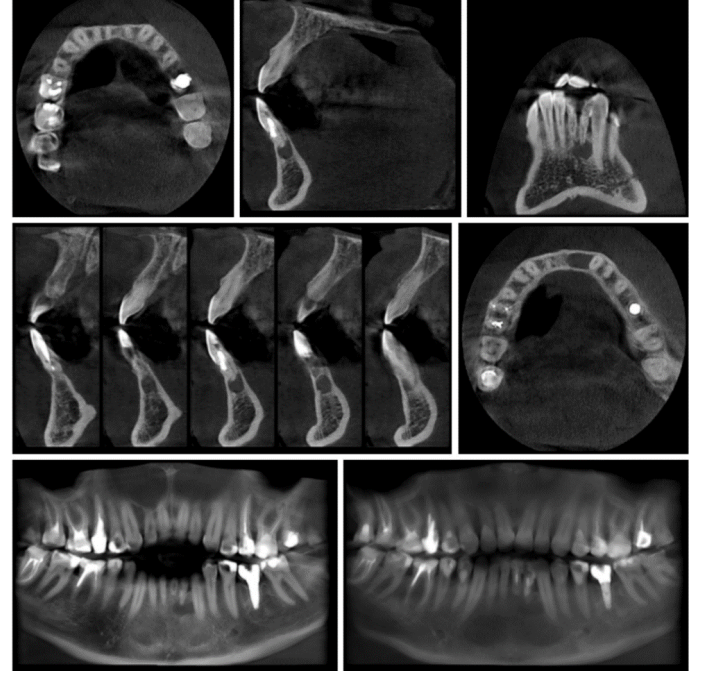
CBCT before surgery.
